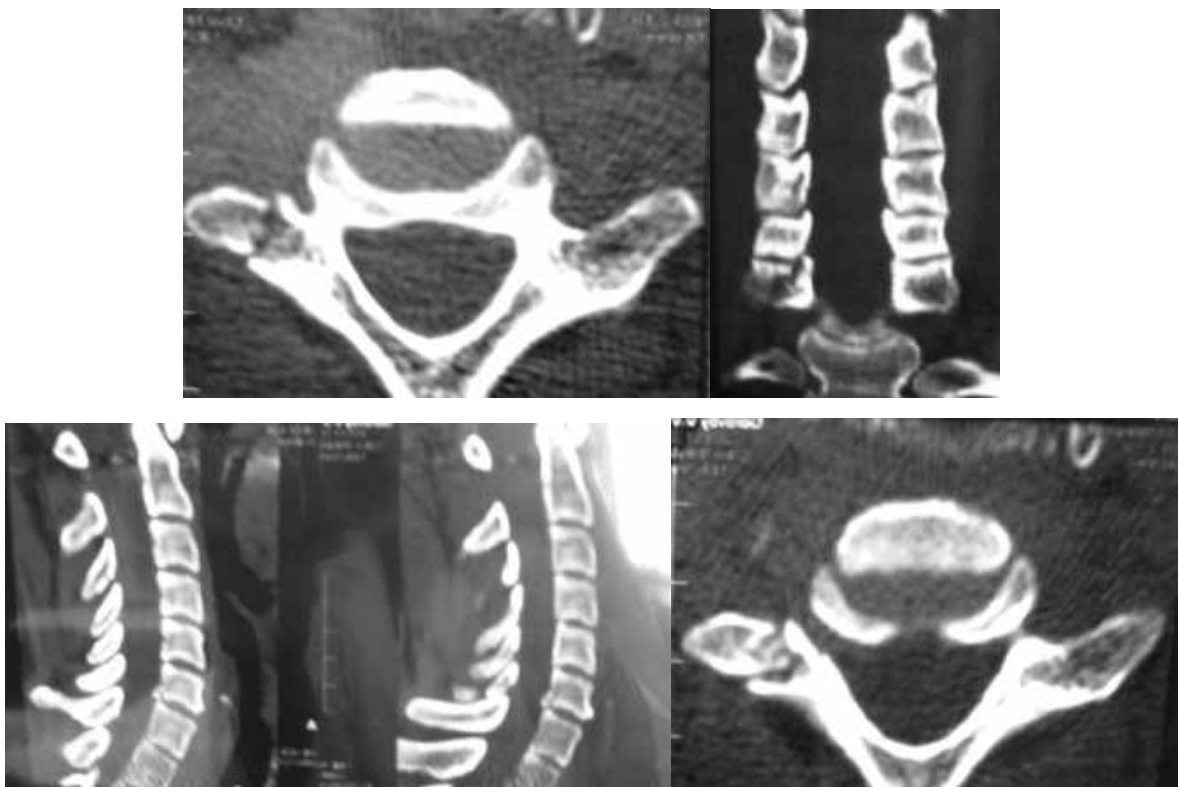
Спостереження №40. Пацієнт Б-ко, 35 років, історія хвороби №4742. Спіральна комп'ютерна томографія, перелом задньонижнього краю С6 зі зміщенням його у бік хребетного каналу, який зростається; перелом бічної маси С7 зліва, форамінальна посттравматична грижа диску сегменту С₆-С₇ (стрілка).
